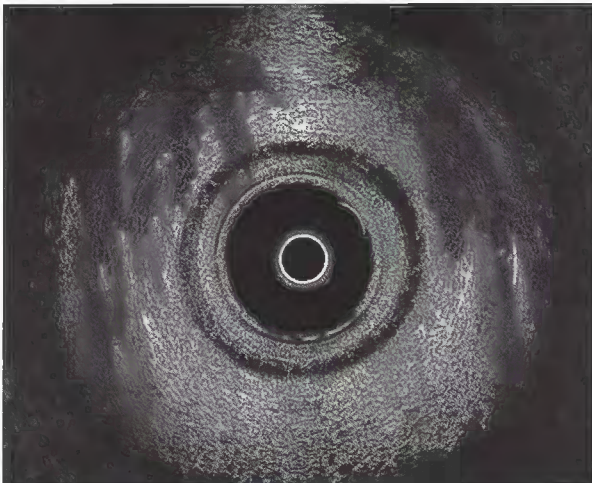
Endosonografisches Bild eines Normalbefundes bei der Frau in Höhe der Externusmuskulatur
